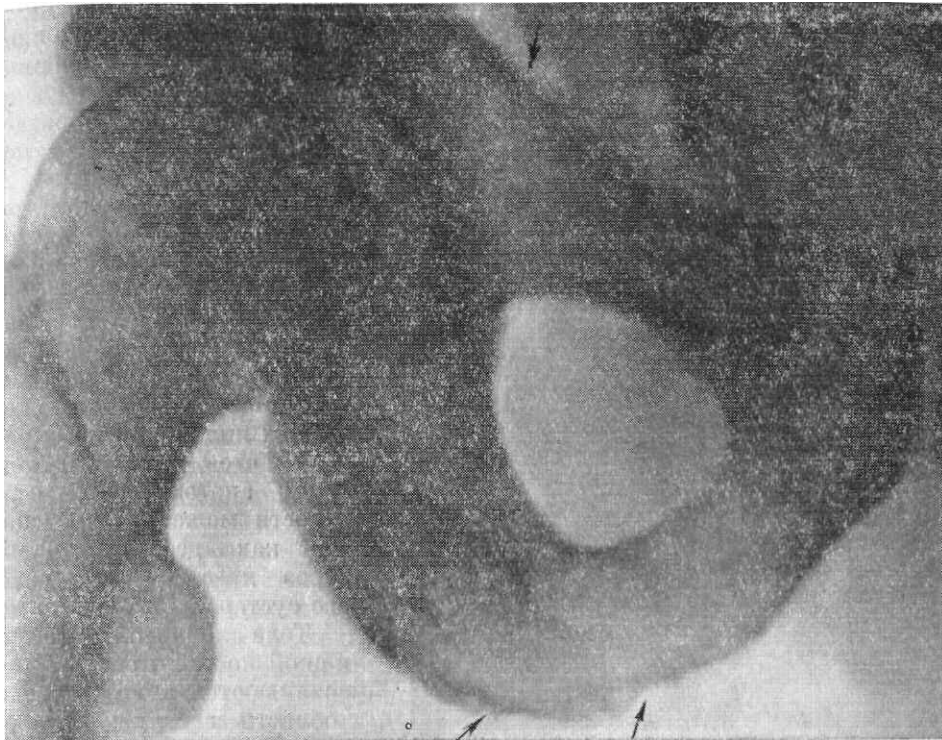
Прицельная рентгенограмма седалищной и лобковой костей в прямой задней проекции. Возрастное усиление рельефа обозначено стрелками.
